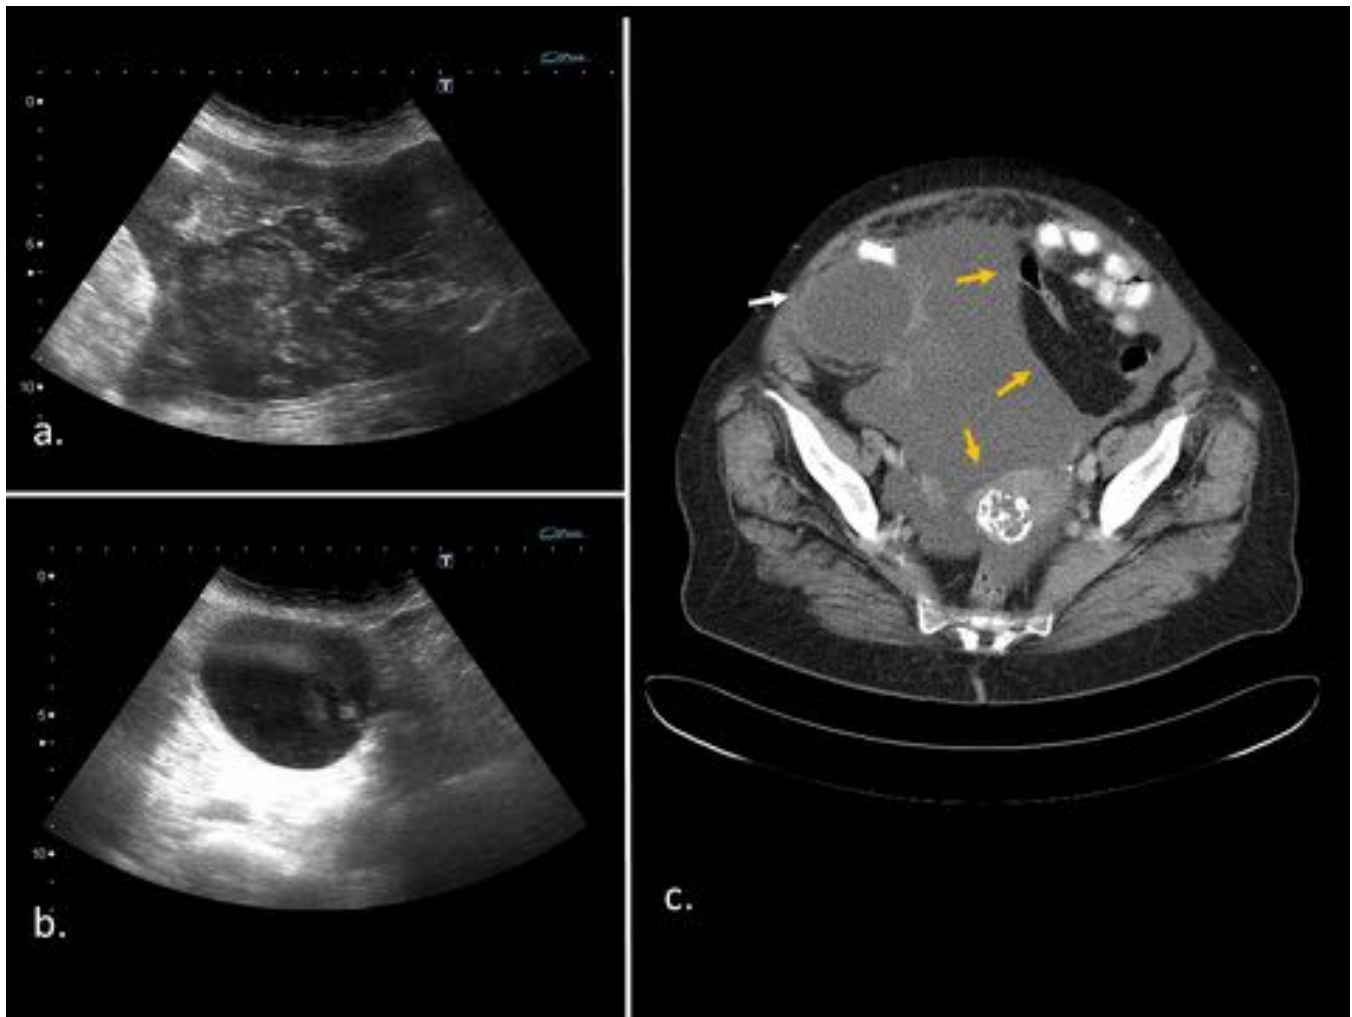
Pseudomyxoma peritoneal por adenocarcinoma mucinoso de apéndice cecal en mujer de 71 años. (a)Ecografía en pelvis donde se aprecia abundante ascitis con zonas internas ecógenas, en relación con líquido mucinoso. (b)Ecografía en FID que muestra lesión quística definida con ecos en su interior. (c)TC en el que se aprecia la moderada ascitis con efecto masa sobre estructuras adyacentes (flechas amarillas) y la tumoración quística del apéndice cecal (flecha blanca).
